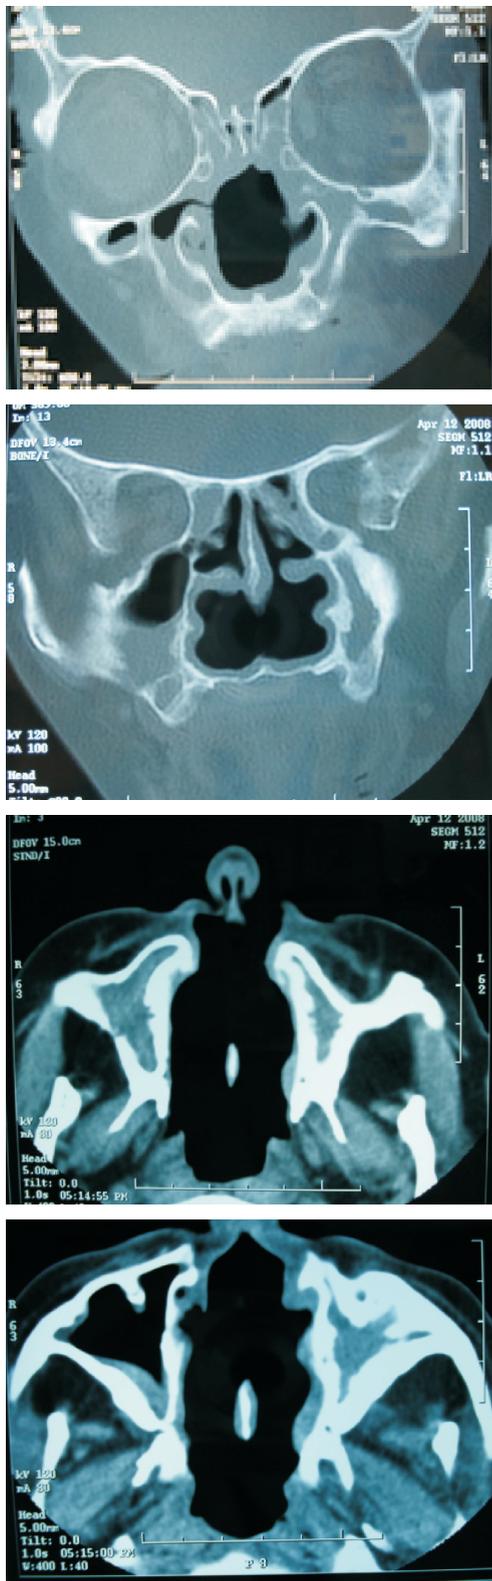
Corte coronal (A y B) y axial (C y D) de tomografía computarizada que muestra cavidad nasal amplia con perforación casi total del septum nasal con destrucción ósea de cornetes inferiores y medios con pérdida de definición de complejos osteomeatales y pared medial de senos maxilares de manera bilateral.
